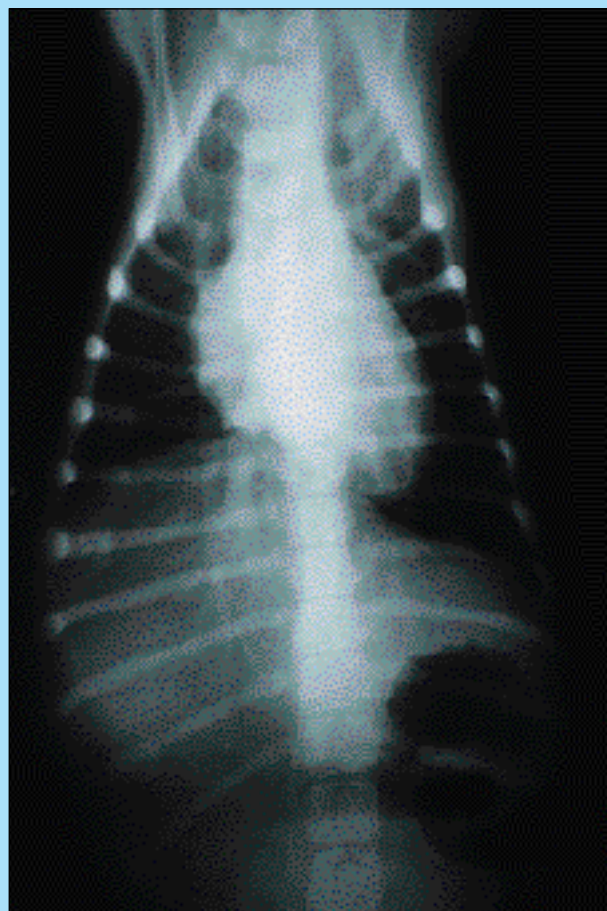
Radiografia del torace in proiezione dorsoventrale di un cucciolo: si può notare un arrotondamento dell'apice cardiaco mentre l'aspetto dell'aorta risulta normale.
